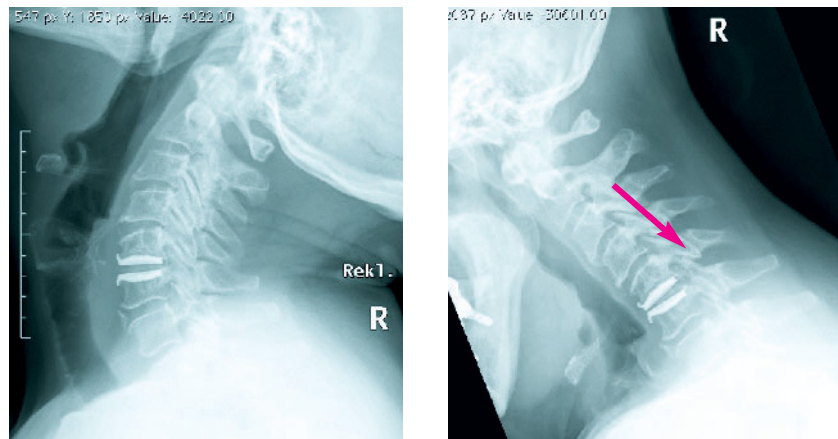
Laterale konventionelle Röntgen-Aufnahme der HWS prä-operativ mit Subluxationsstellung des Facettengelenks C5/6
